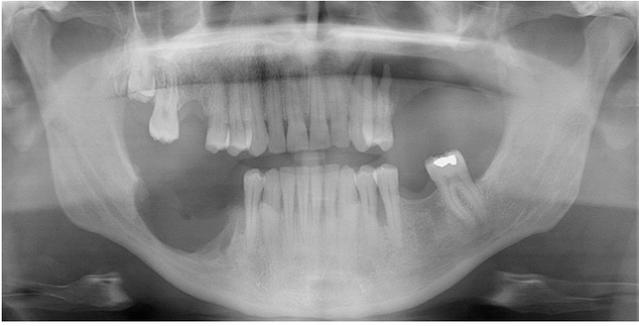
Ortopantomografía que muestra la extensa osteolisis del cuarto cuadrante y las extracciones dentarias.
